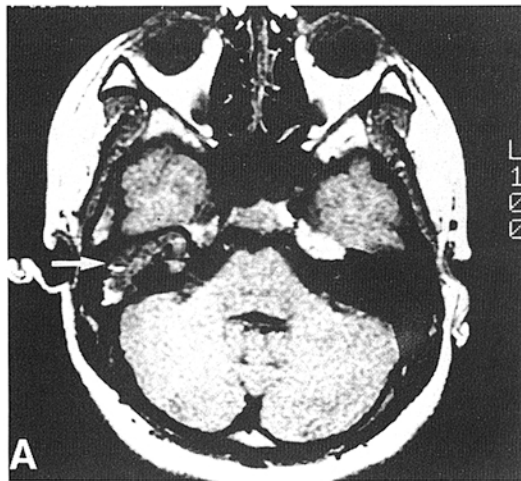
Petrous apex cholesteatoma(white arrow) on Axial(A) and Coronal Gd-enhanced T1 MRI(B). Note that the lesion is inhomogenous and hypointense to brain on T1 MRI. The mass is nonenhancing on the post-Gd T1 MRI.
